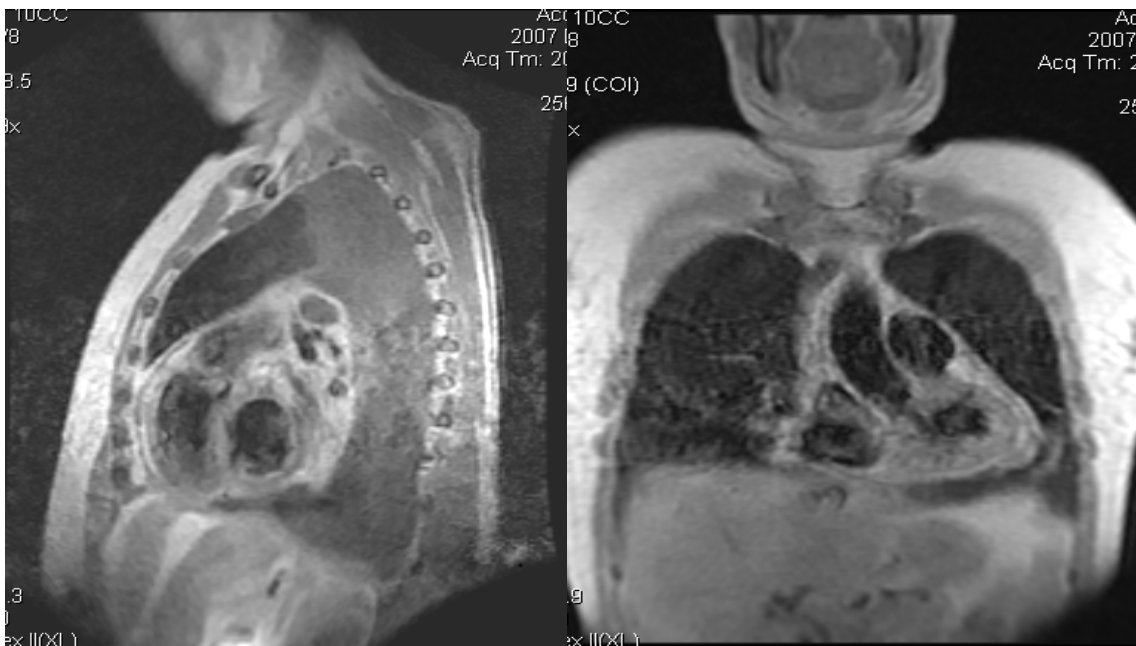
Cortes sagitales y coronal en modo T2 de RMN cardíaco gatillado que muestra engrosamiento pericárdico
